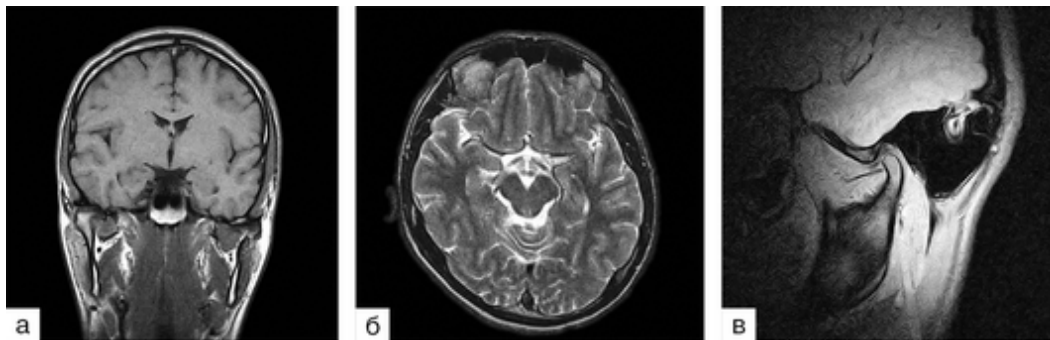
Магнитно-резонансная томограмма черепа в коронарной проекции (а). Магнитно-резонансная томограмма черепа в аксиальной проекции (б). Магнитно-резонансная томограмма височно-нижнечелюстного сустава в сагиттальной проекции (в)
